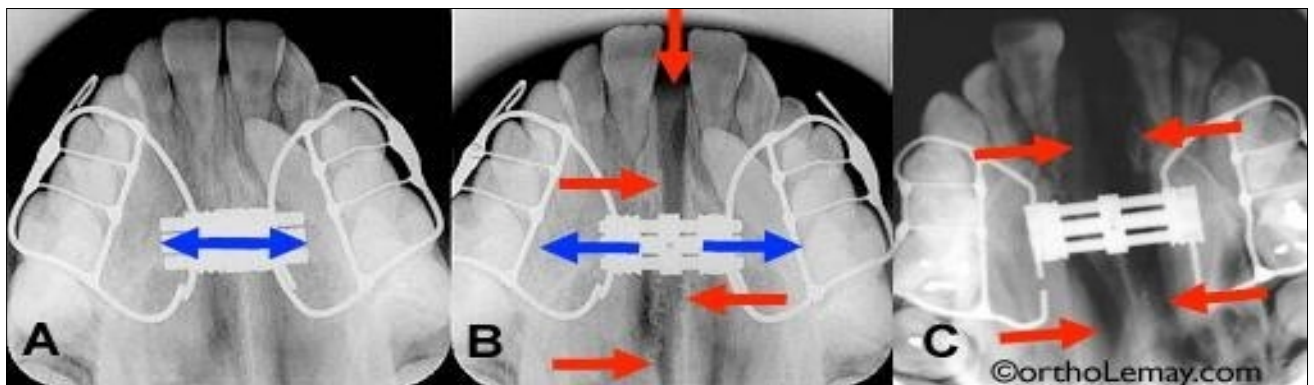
image d'une radiographie avec un disjoncteur en place et l'évolution de la suture intermaxillaire
